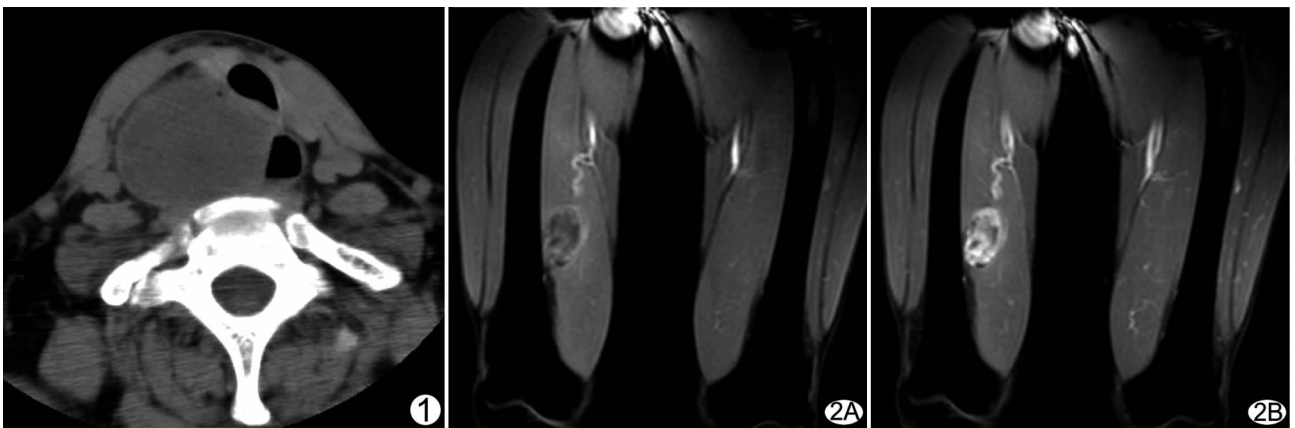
右颈部肌内黏液瘤 CT 平扫呈椭圆形均匀低密度,边缘可见环形稍高密度带 图 2 右股内侧肌内黏液瘤 A. T1WI-SPIR 增强扫描早期图像; B. T1WI-SPIR 增强扫描晚期图像,病灶呈长径与肌束走行一致的椭圆形,病灶呈斑片状自周边向内呈渐进性强化
